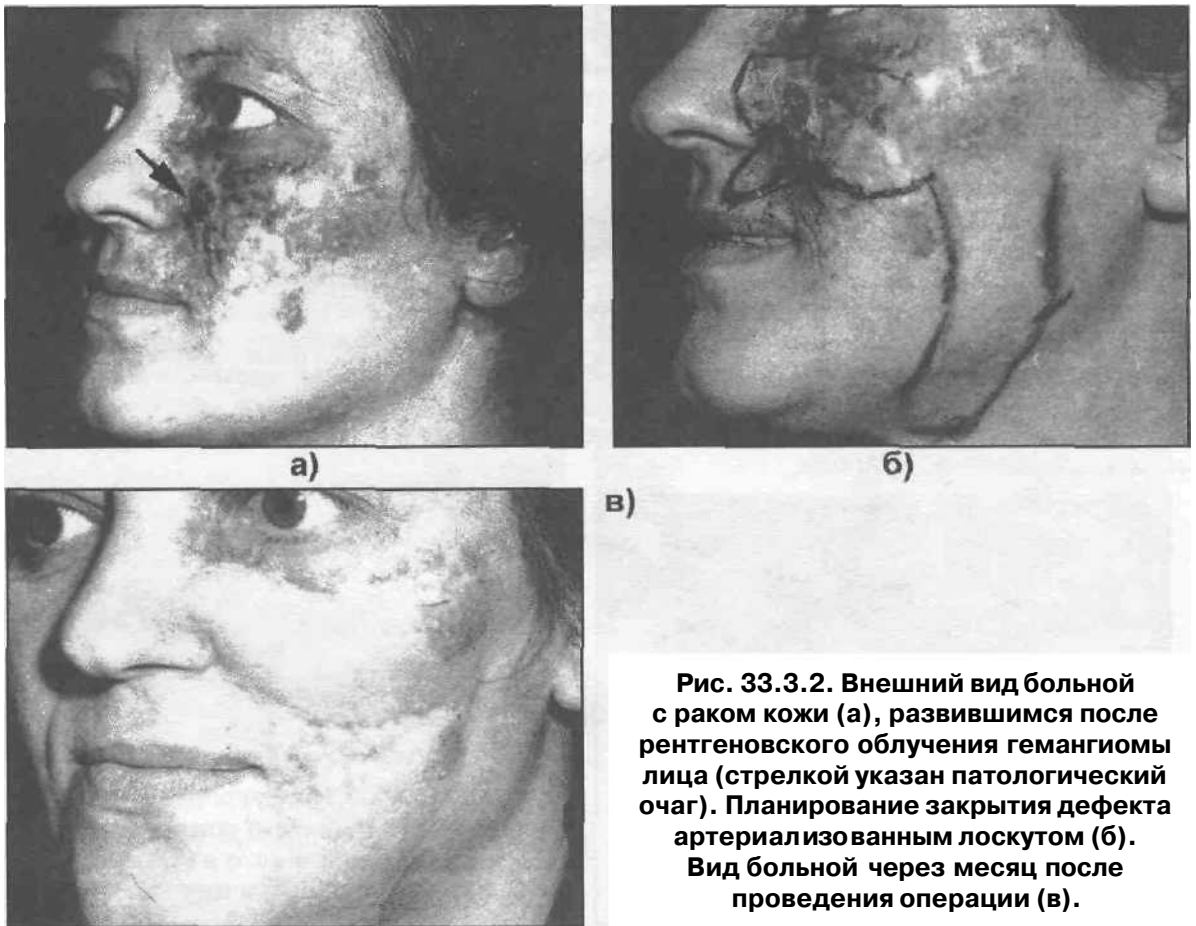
Внешний вид больной с раком кожи (а), развившимся после рентгеновского облучения гемангиомы лица (стрелкой указан патологический очаг). Планирование закрытия дефекта артериализованным лоскутом (б). Вид больной через месяц после проведения операции (в).
